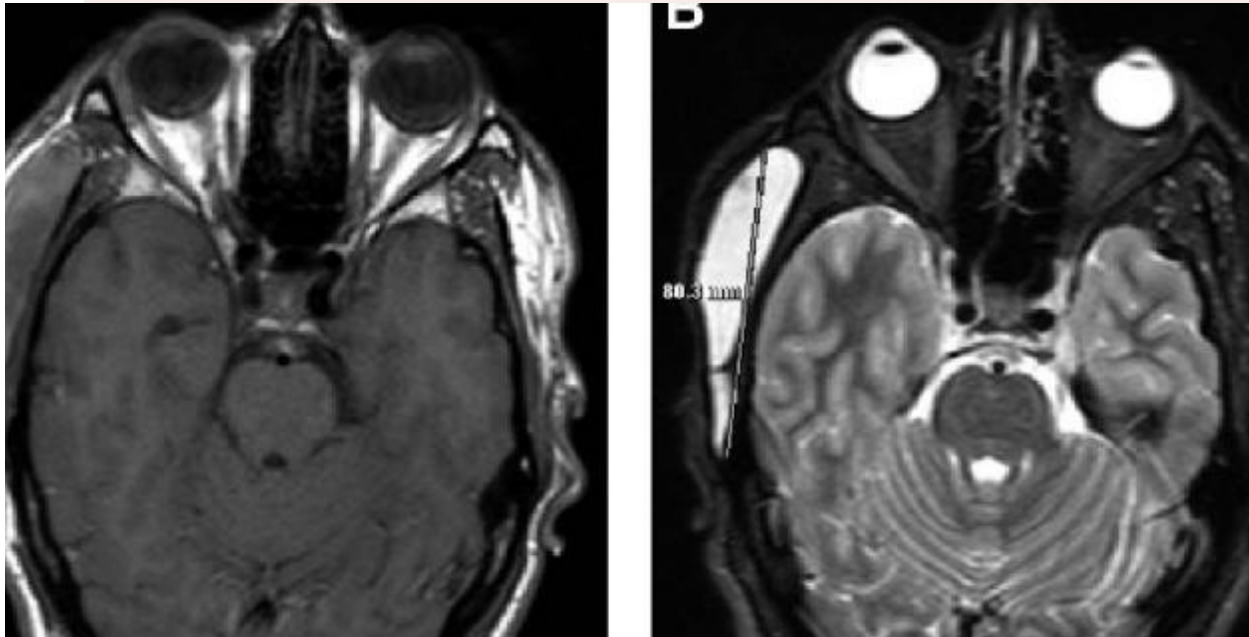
T1-weighted (A) and T2-weighted (B) preoperative MRI of the epidermoid cyst.
